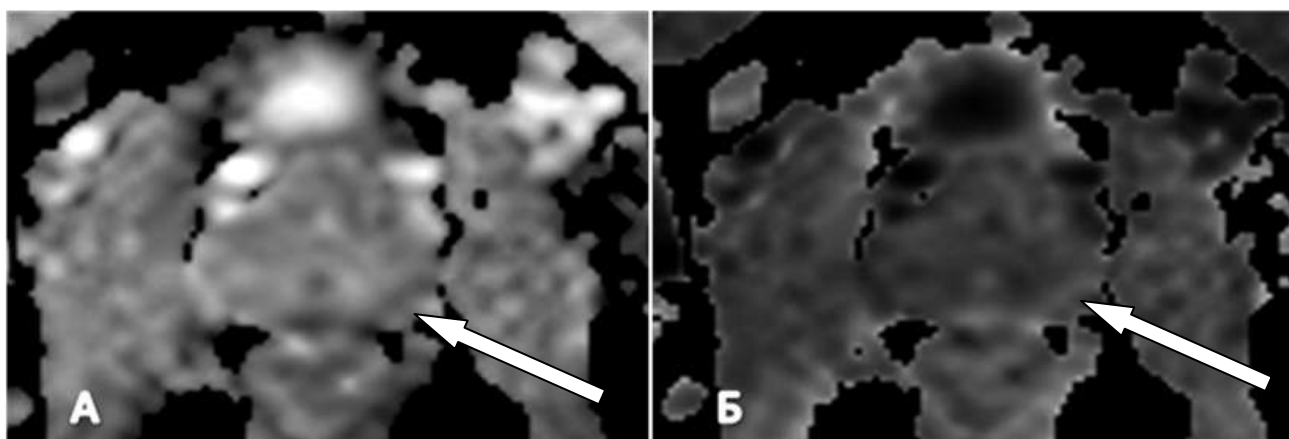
ИКД-карта (А) и диффузионно-взвешенные изображения ПЖ в аксиальной плоскости, со значением $b1000$ (Б). PI-RADS — 4балла.
